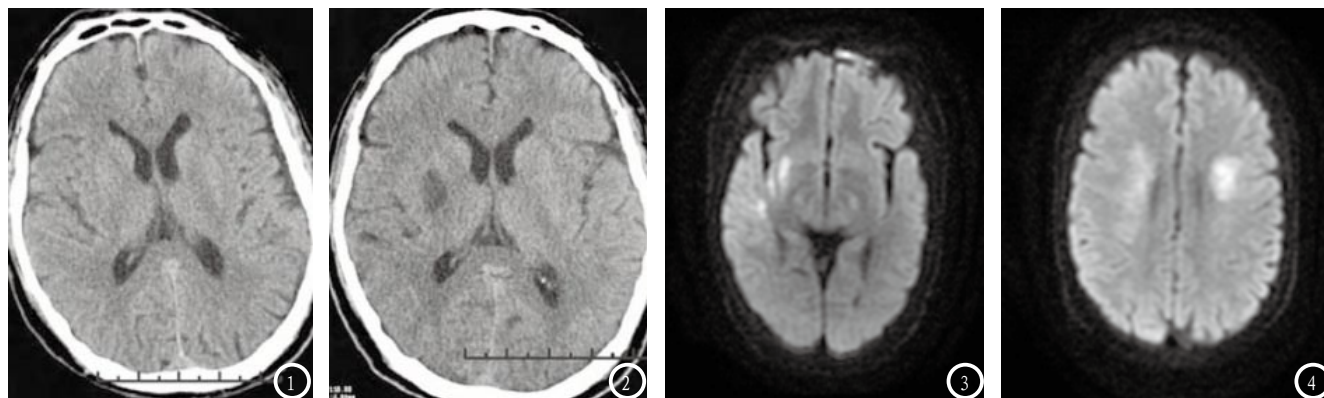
典型病例CT及MRI诊断结果。图1-2为CT诊断结果；图3-4为MRI诊断结果。
